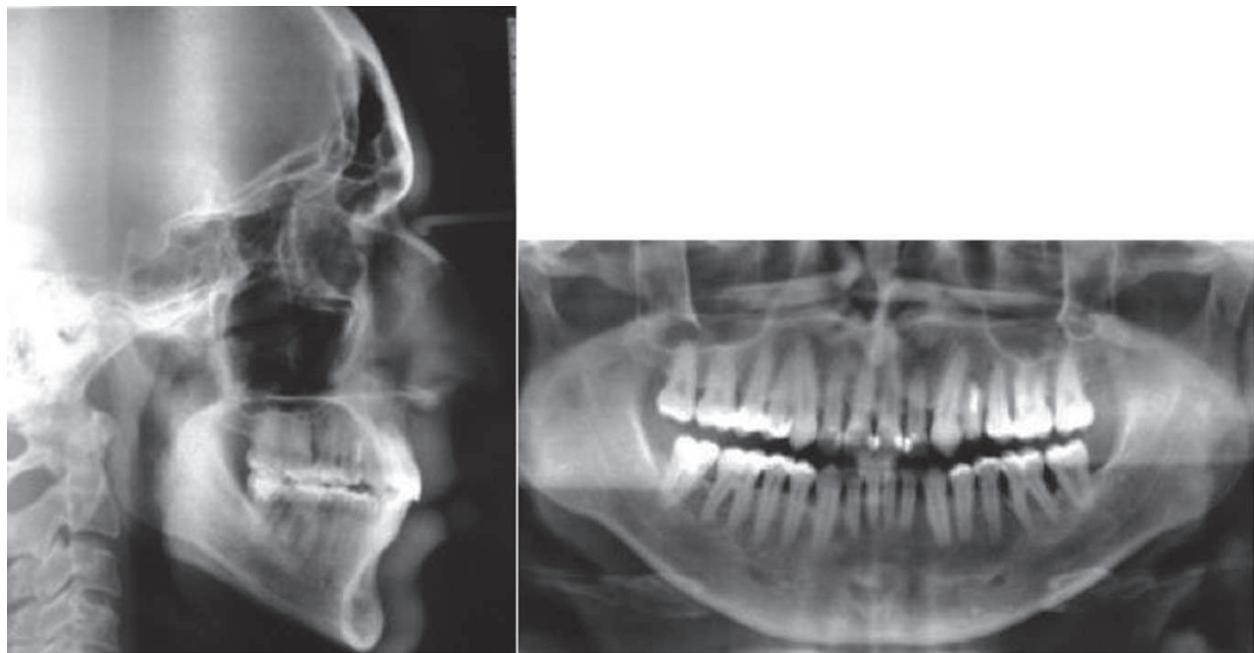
Radiografías después del tratamiento de ortodoncia
